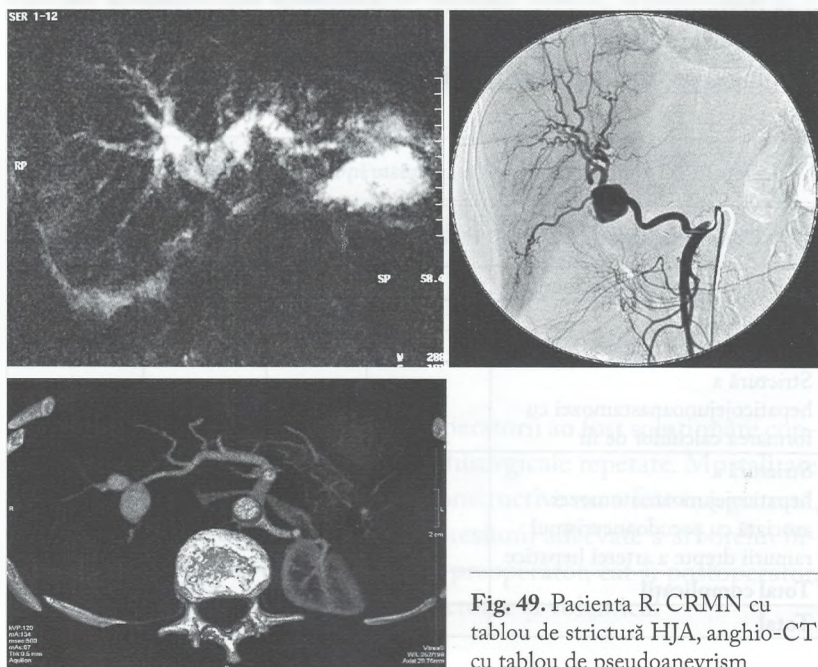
Pacienta R. CRMN cu tablou de strictură HJA, anghio-CT cu tablou de pseudoanevrism
